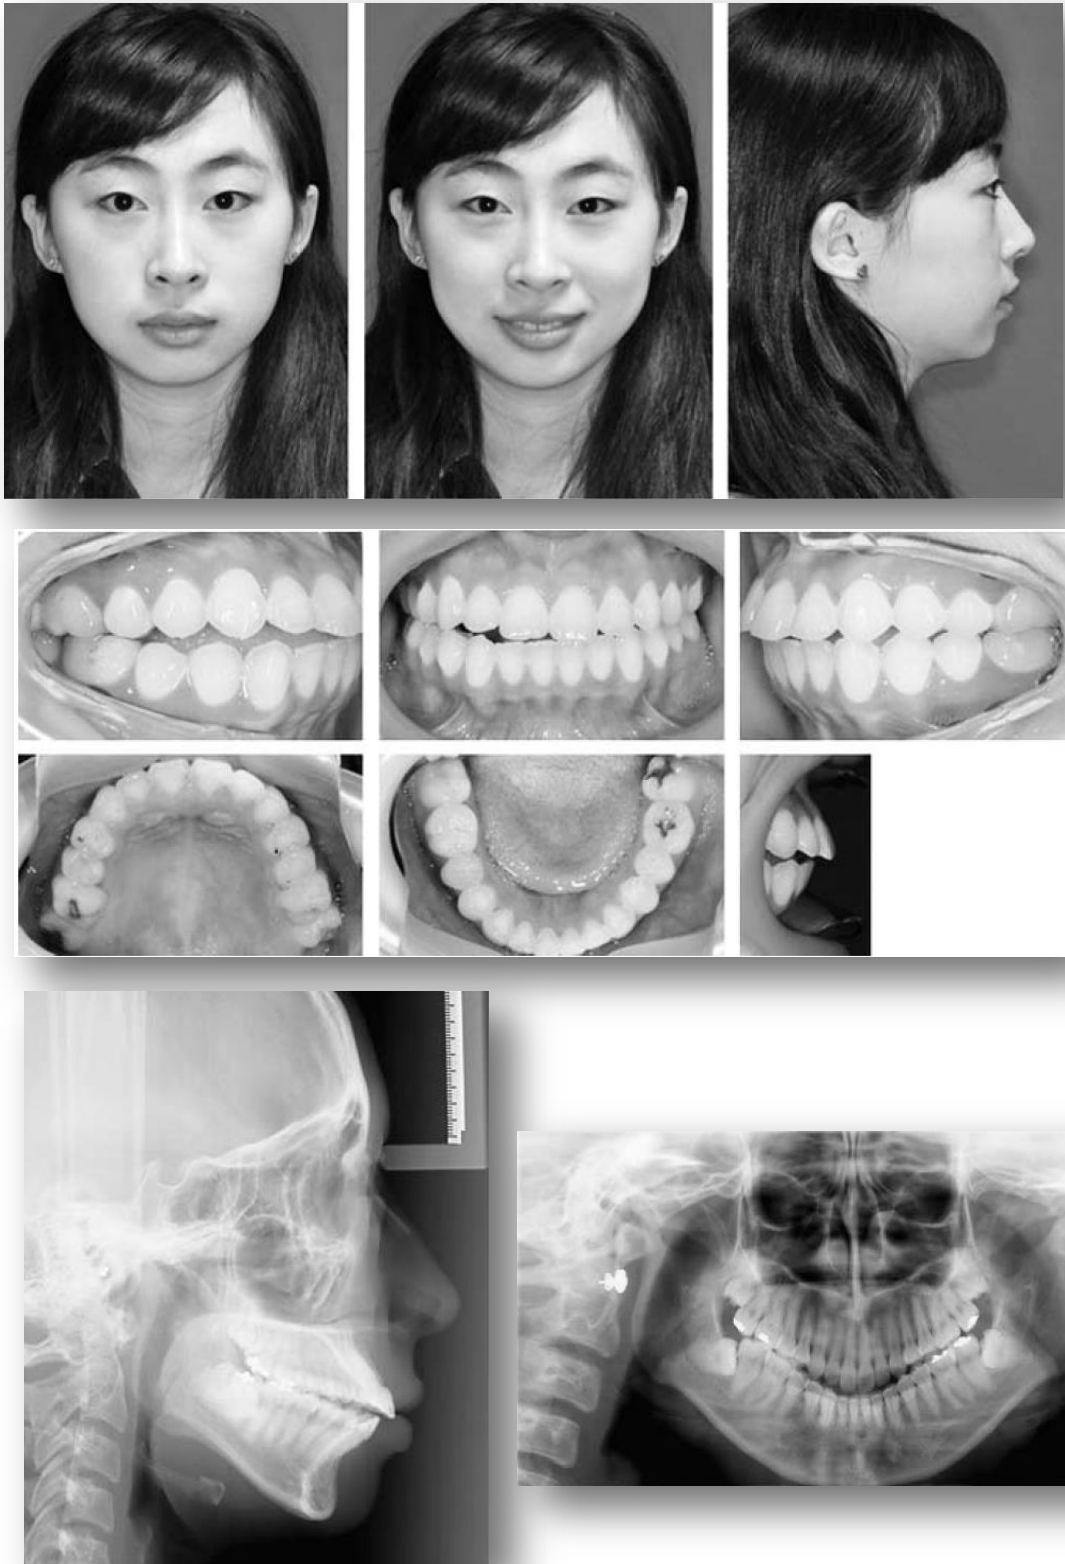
A. Fotografías intraorales, extraorales y B. Radiografías lateral de cráneo y ortopantomografía antes del tratamiento con férula.
